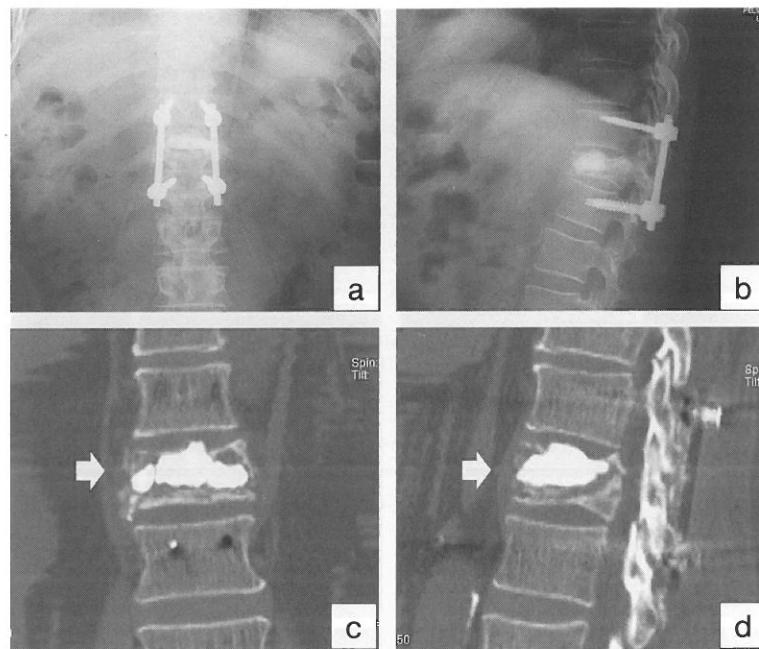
偽関節例に対する椎体形成術後の単純X線正面像(a), 側面像(b), 単純CT冠状断像(c), 矢状断像(d): 椎体内の骨折部にCPCを十分に充填し(矢印), instrumentを併用して後方固定を行った.
